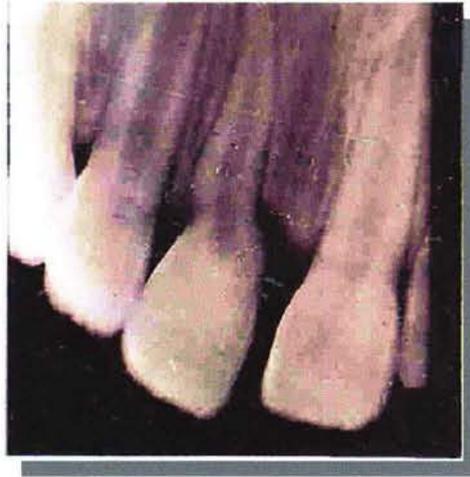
Radiografía de un central superior con dislaceración.(20)
